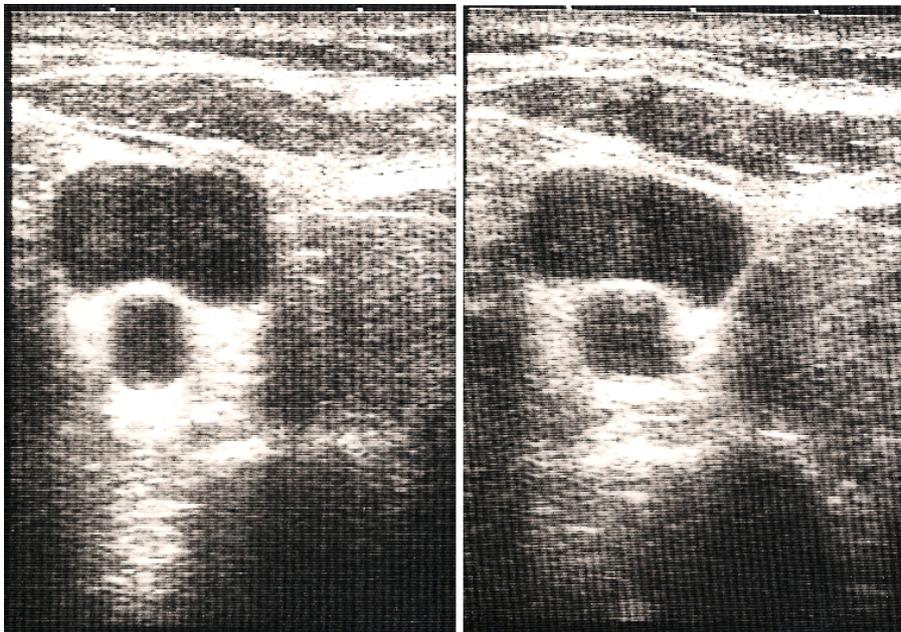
Ecografia da veia jugular demonstrando um trombo num doente sob terapêutica anti-coagulante.
